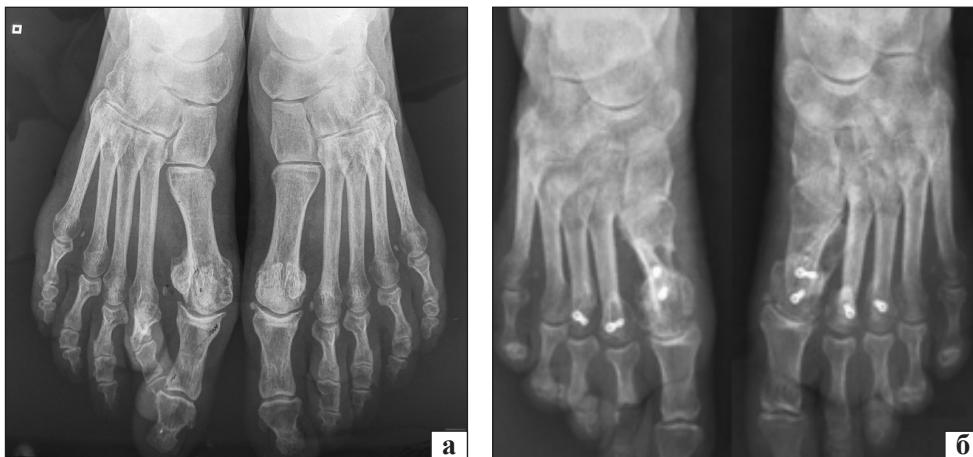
Рентгенограми переднього відділу стоп пацієнтки Н., 62 роки, передньо-задня проєкція: до (а) та через рік (б) після операції
